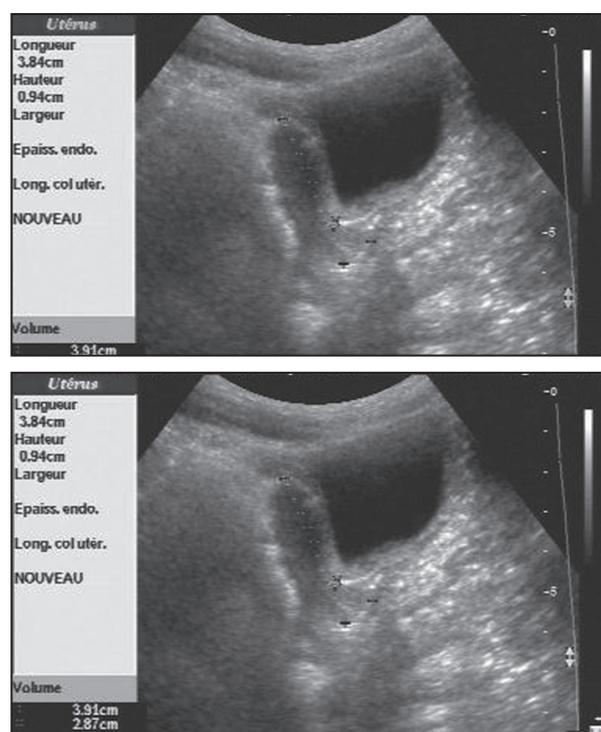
Aspect échographique de l'utérus non pubère. b. Mesure d'un flux diastolique au niveau de l'artère utérine, signant une imprégnation oestrogénique.
